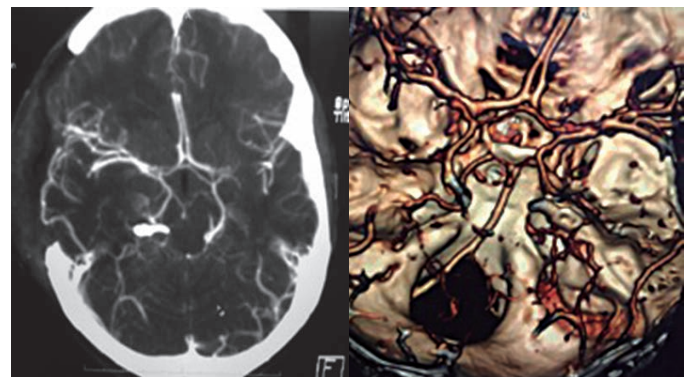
Tomografía axial contrastada y reconstrucción 3D. Se aprecia craneotomía amplia derecha, clip en trayecto de arteria cerebral posterior con obliteración completa de aneurisma y permeabilidad de ramas distales. En la reconstrucción se aprecia de mejor forma el clip y la oclusión completa del aneurisma.
